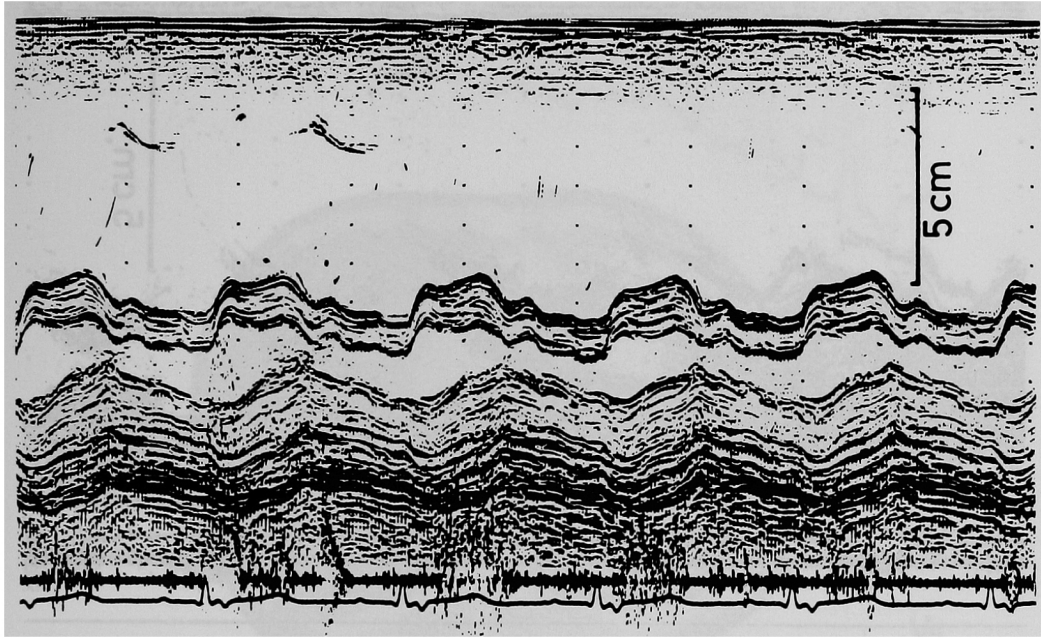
心室方向の心エコー図。右室腔の著明な拡大と心室中隔の奇異性運動を認め左室腔は小さい。
